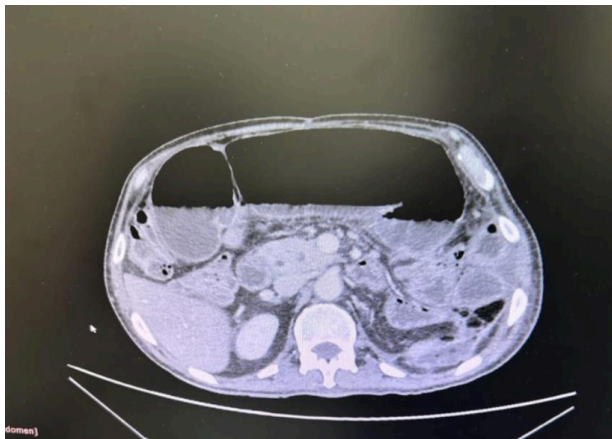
Tomografia de abdome com redução da coleção laminar hipodensa com espessura de até 1,5 cm. Fígado de dimensões, contorno e coeficientes de atenuação habituais, exceto por diminutos nódulos hipodensos. Colostomia com alça de cólon descendente em topografia de flanco esquerdo. Espessamento parietal de alça de íleo, com redução de sua luz, sem fatores obstrutivos evidentes. Distensão difusa de alças colônicas, notadamente de cólon transverso, algumas com nível hidroaéreo.
